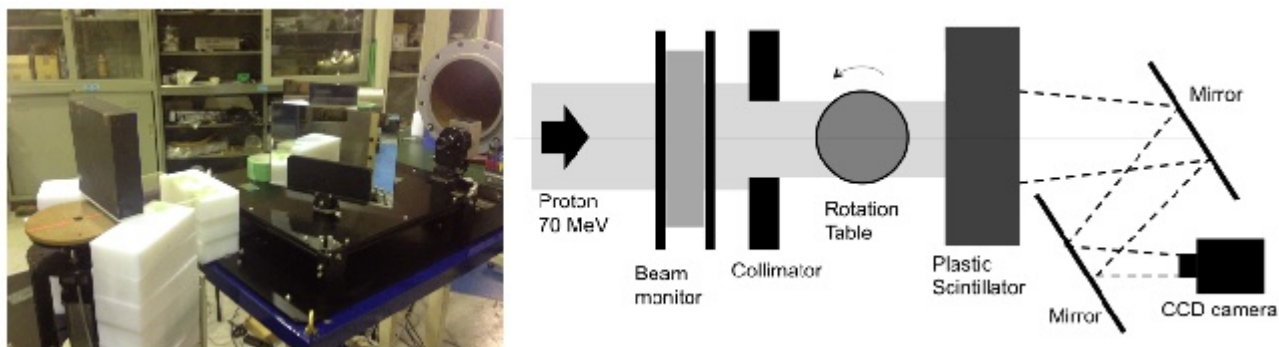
陽子線CT画像取得システムの概念図（左）及びC8コースに設置した改良版プロトタイプ陽子線CT画像取得システムの写真（右）。
